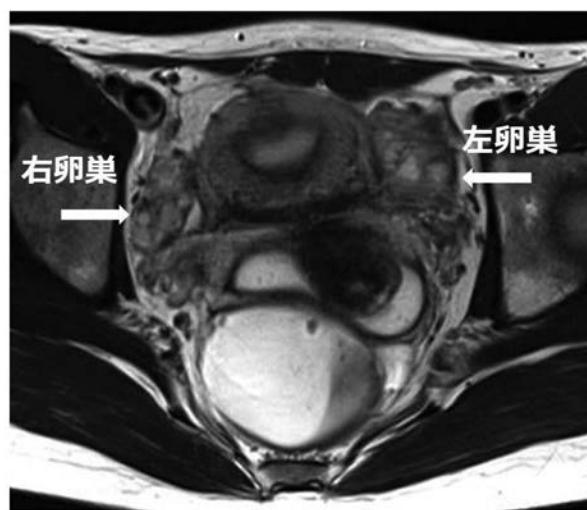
骨盤MRI（ゼリー法）T2強調画像 体軸断
